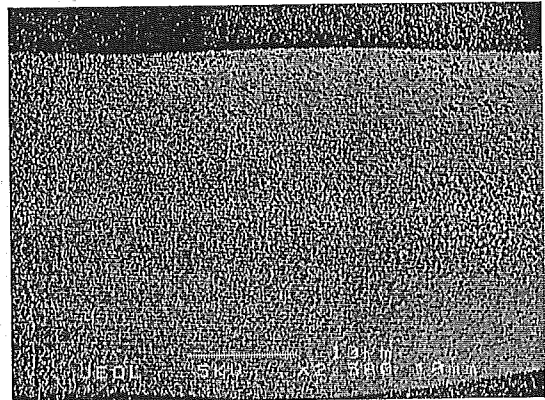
A TEM photograph of HAp nanocrystals covalently coated on a poly(MPTS)-grafted PET fabric
